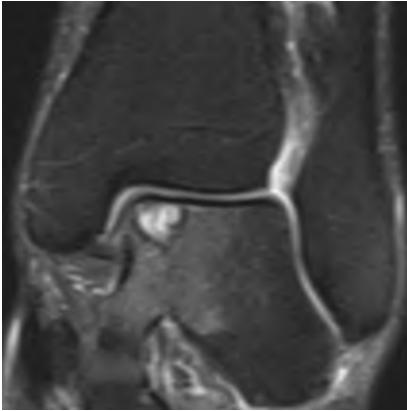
▲ Darstellung der Knorpelläsionen und des perifokalen Ödems mittels Magnetresonanztomographie
